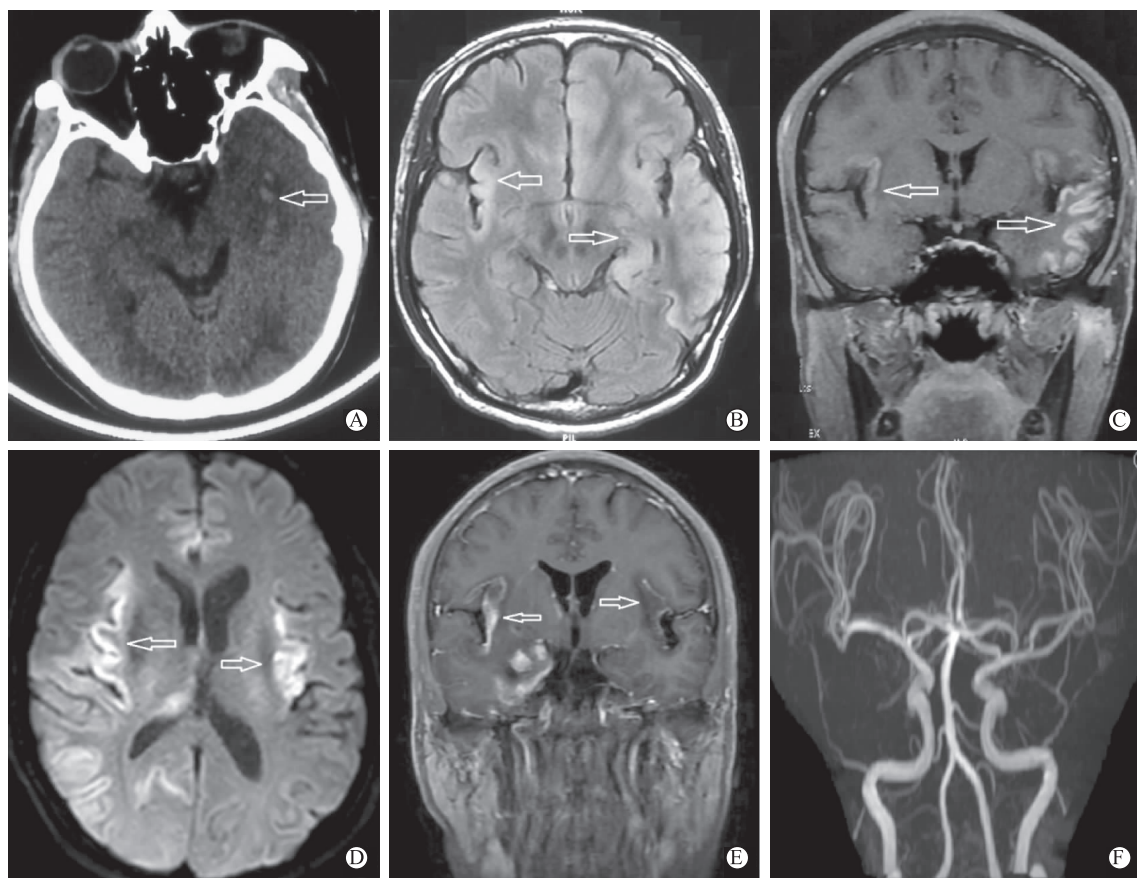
病例1的颅脑CT示左侧颞叶出血(A),颅脑磁共振示双侧颞叶、岛叶 FLAIR 高信号(B),伴脑膜强化(C);病例2的颅脑磁共振示双侧额颞叶、岛叶、海马、丘脑 DWI 高信号(D),增强扫描呈强化(E);颅脑动脉成像(MR angiography, MRA)未见异常(F)
